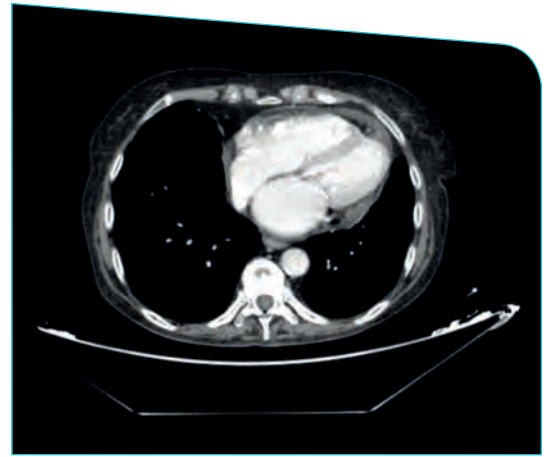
Corte axial de TC de enero 2019 con desaparición del derrame pleural y disminución del derrame pericárdico
